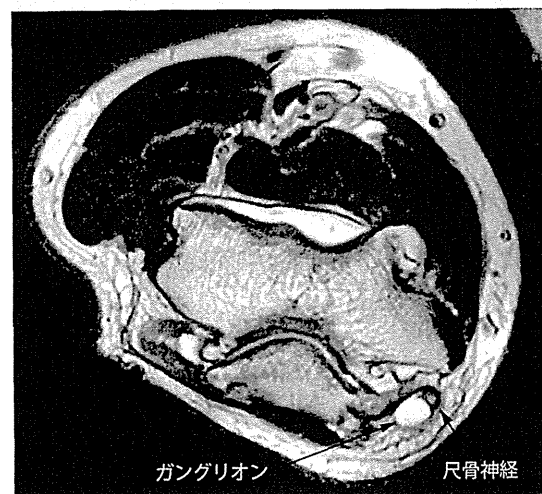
MRI T2強調像。ガングリオンによる肘部管症候群
